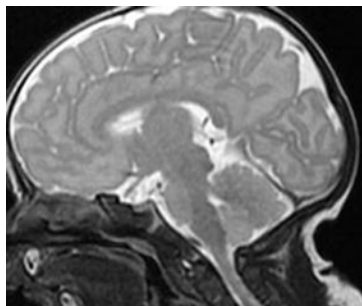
МРТ головного ребенка (клиническое наблюдение № 1), ВИ T2, сагиттальный срез, определяется наружная гидроцефалия по атрофическому типу
